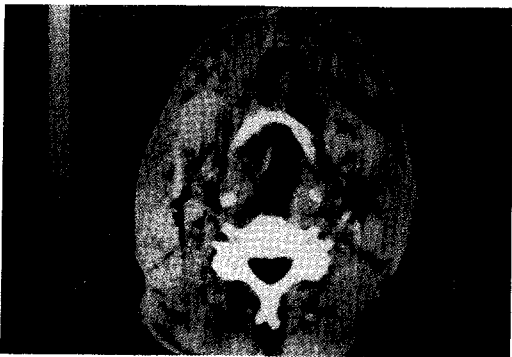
Neck CT scan at 1st visit showing extensive spread of infection into superficial and deep neck space, and mediastinum in Case 2.
